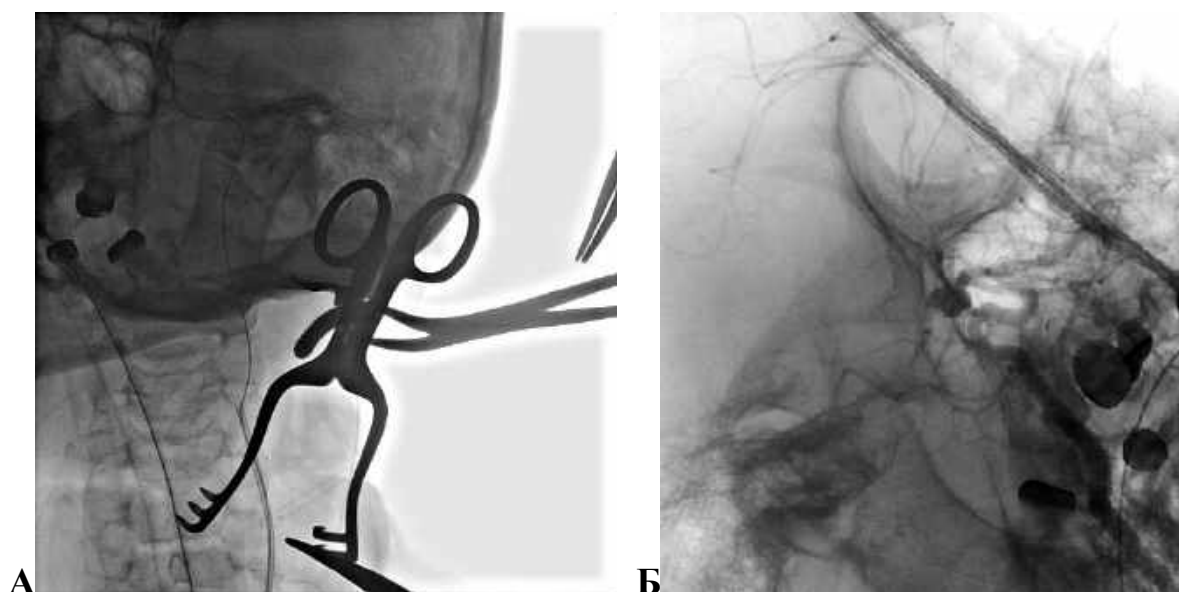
Спостереження № 1. Рентгенограма хворої Д-ус, 50 років, історія хвороби № 2873. А — під час проведення каротидної артеріотомії і видалення мікроспіралі із ВСА в ділянці шиї. Б — післяопераційна ангіограма.
